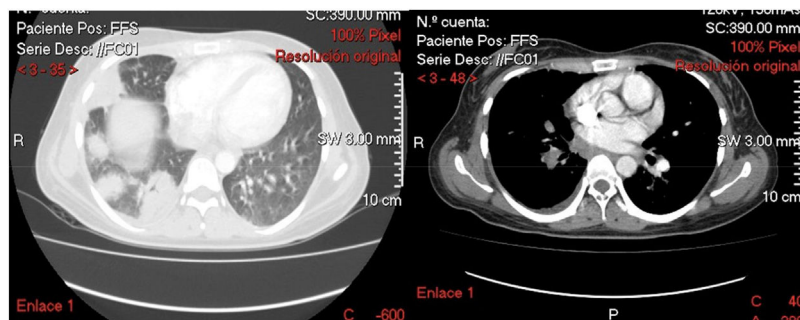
Angiotomografía de tórax en la que se observa efecto de perfusión que obstruye la arteria pulmonar en segmento lobar inferior derecho, con ausencia de perfusión a nivel distal, además, consolidación subyacente, que demuestra tromboembolia pulmonar a este nivel; adicionalmente, nódulos biapicales con tendencia a cavitación que sugieren patología infecciosa sobrepuesta.
